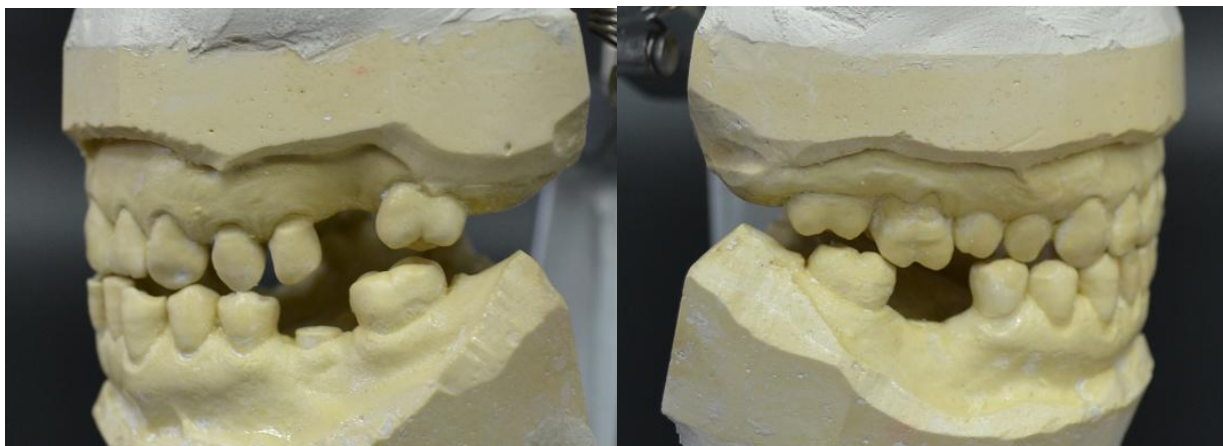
Окклюзионные интерференции на 1.4, 1.6 и 2.4 при протрузии
